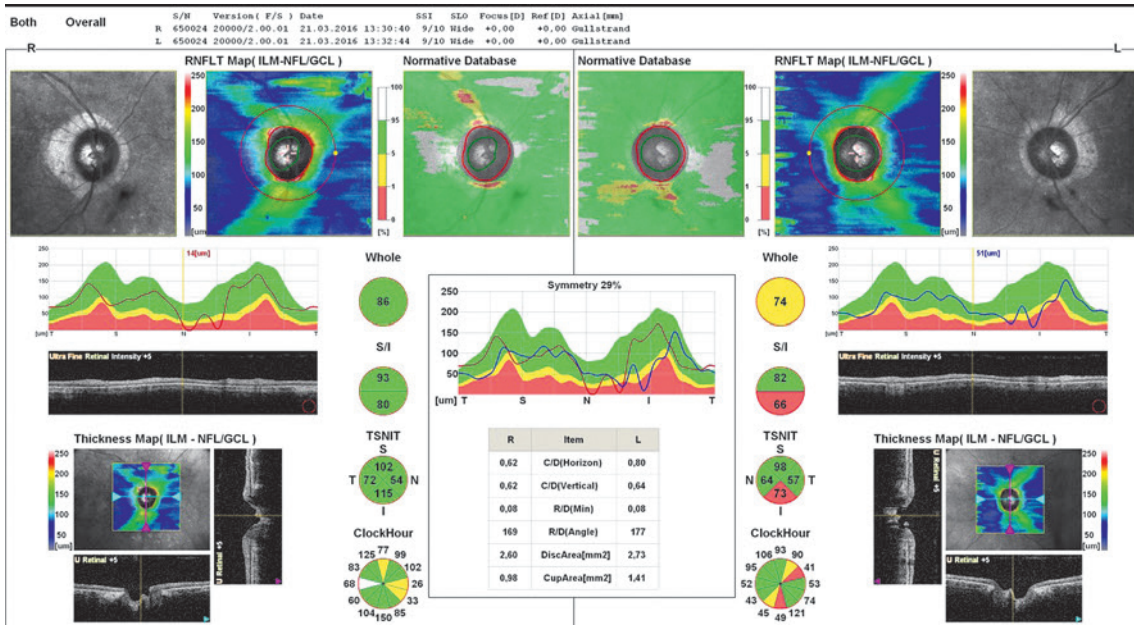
Оптическая когерентная томография сетчатки пациента М., 70 лет.
